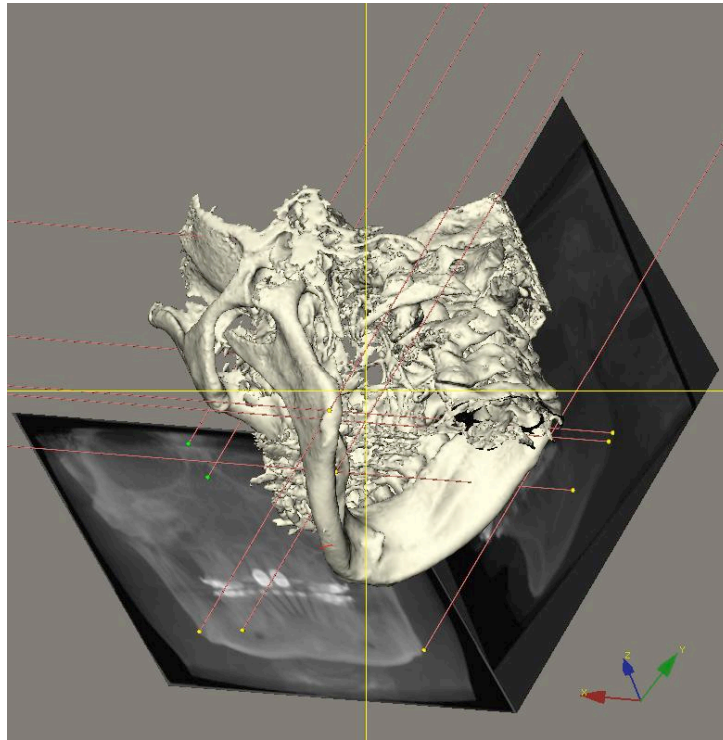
Anatomische Strukturen und deren Darstellung im Fernröntgenseitenbild sowie in der posterior-anterior-Aufnahme (Abbildung: Dr. F. Gebhart)
